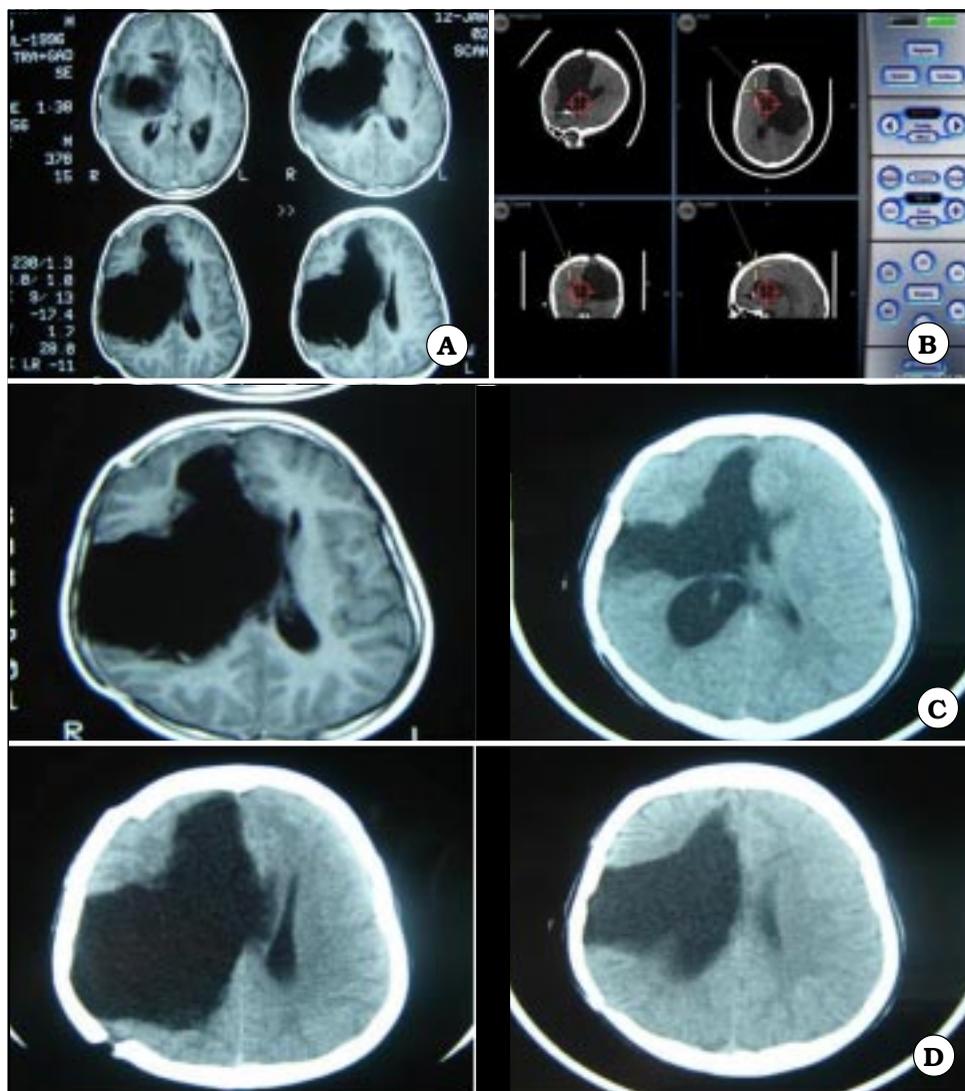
A. IRM axial de un paciente con cavidad porencefálica excluida del sistema ventricular. B. NNV durante la cirugía. C. IRM prequirúrgica y TAC postoperatoria. D. TAC preoperatoria y TAC postoperatoria.
